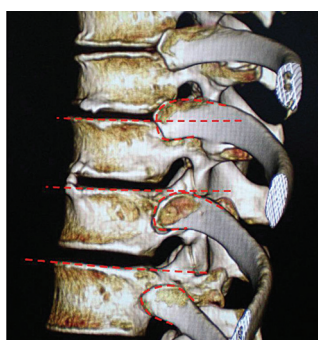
КТ грудного отдела позвоночника: отмечен верхний край тела позвонка и область прикрепления головки ребра к поверхности позвонков
